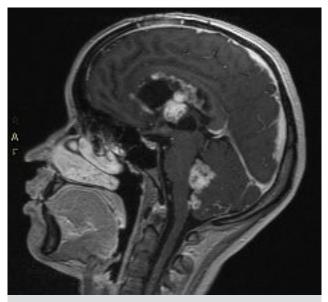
IRM T1 contrastada: cambios postquirúrgicos de resección de tumor intraventricular derecho de probable origen germinal, con extensa diseminación por líquido cefalorraquídeo y carcinomatosis leptomeníngea secundaria, hemosiderosis superficial secundaria Fuente: reserva de imágenes radiología Hospital Mederi, Bogotá, Colombia.
